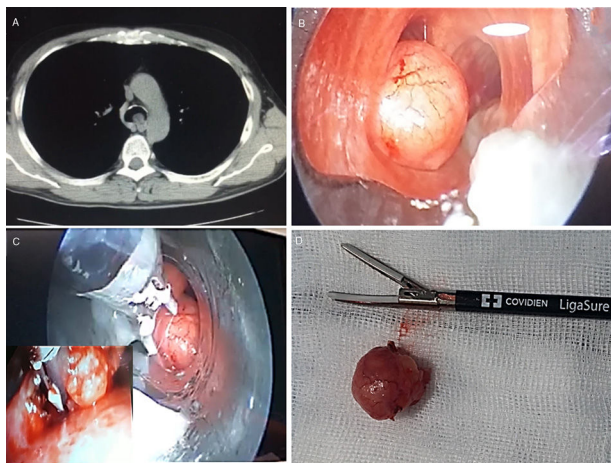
A) TC de tórax, donde se aprecia la obstrucción de la luz traqueal por la tumoración. B y C) Imágenes durante la resección de la tumoración por broncoscopia rígida, utilizando Ligasure®. D) Imagen de la pieza y de las palas del Ligasure®.
